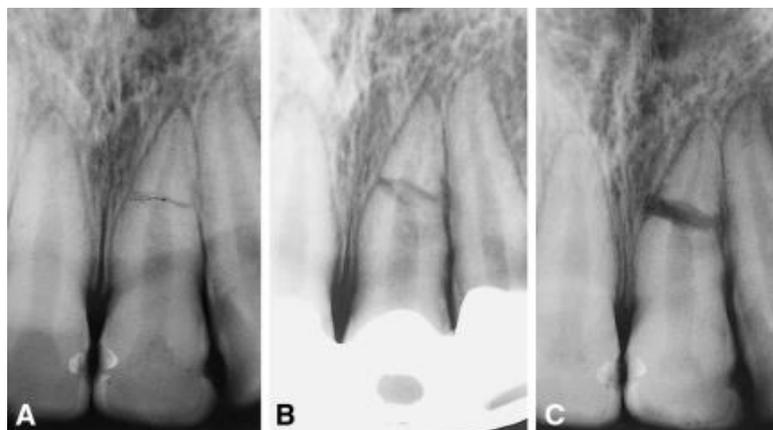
Radiographies montrant l'échec de la cicatrisation d'une fracture radiculaire sur une 21 avec l'interposition de tissu de granulation entre les fragments ; par Cvek et coll. (2001) (37) :
